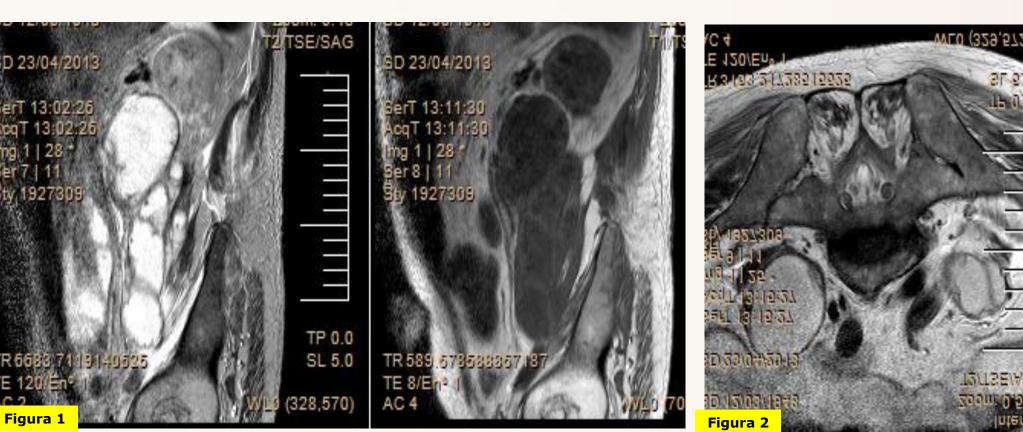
Resonancia Magnética de pelvis. Masa retroperitoneal multiseptada hipointensa en T1 e hiperintensa en T2 que rodea los cuerpos vertebrales dorso-lumbares y sigue el trayecto de ambos
